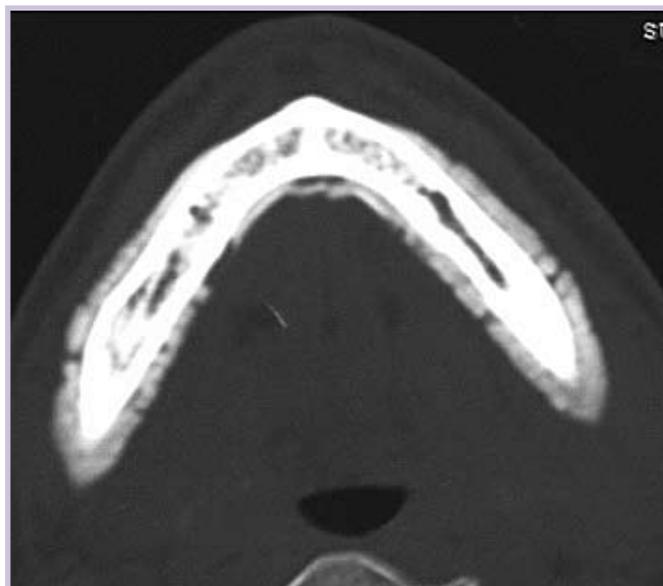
Компьютерная томография (КТ) нижней челюсти; массивные периостальные наслоения на всем протяжении с обеих сторон
